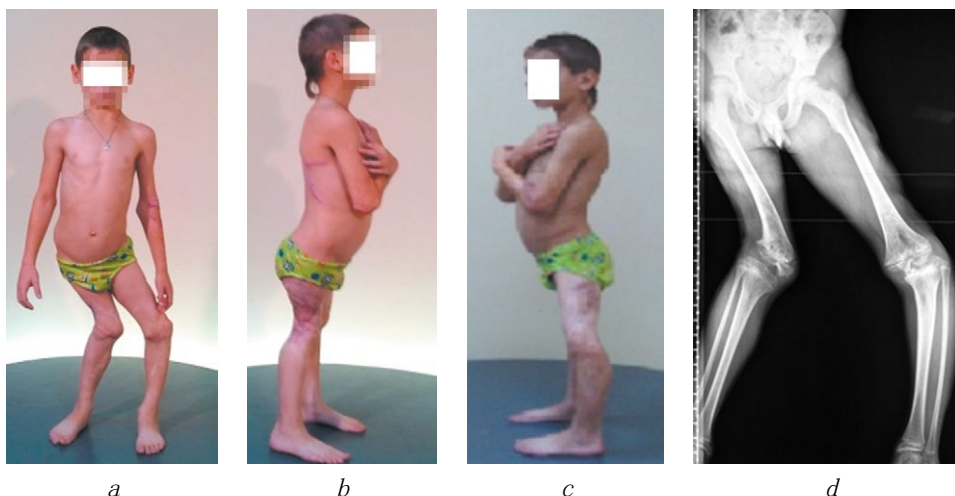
K. 病人术前脑膜炎球菌血症的照片 (a - c) 和下肢X线照片 (d)
